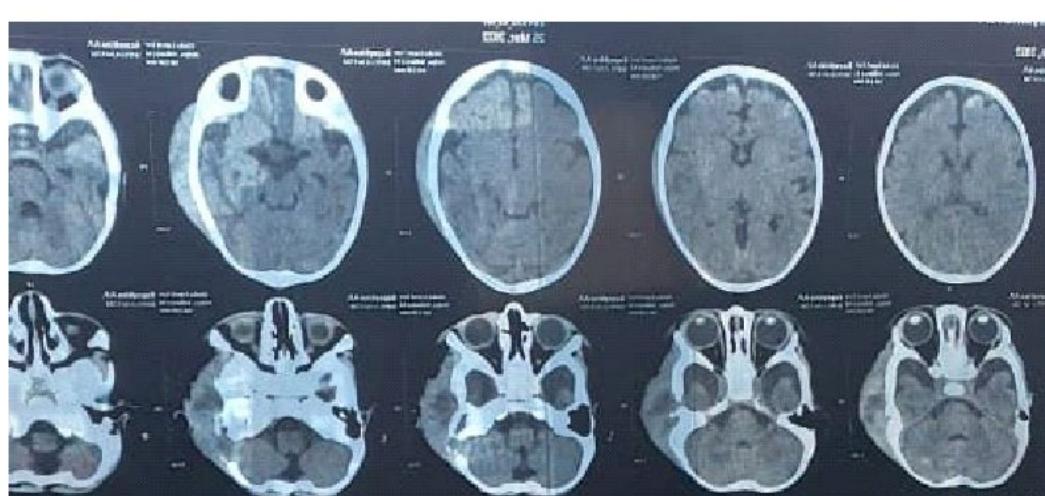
Компьютерная томограмма черепа пациентки К.
